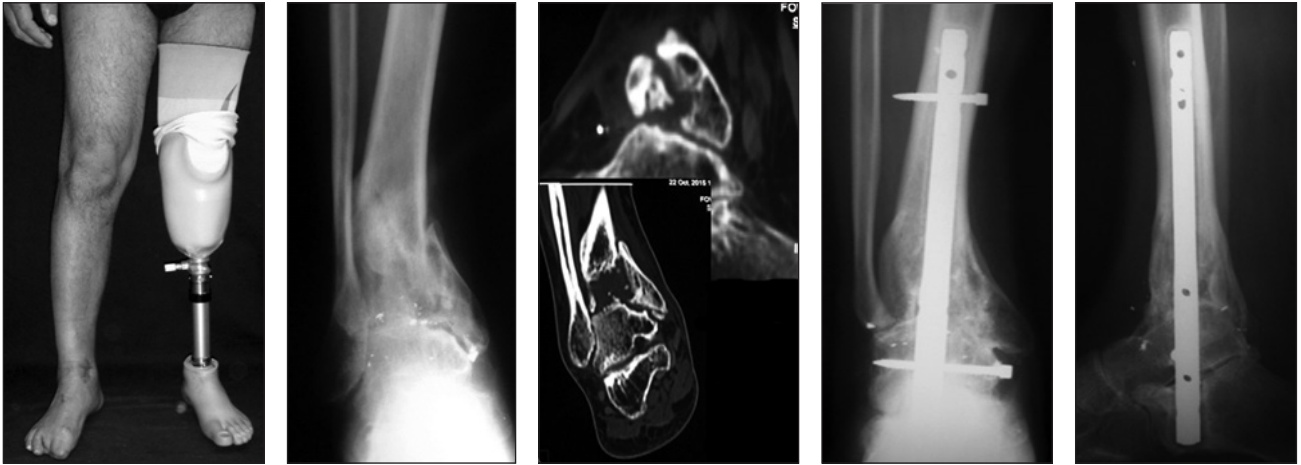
Фото рентгенограм, комп'ютерних сканів та зовнішній вигляд хворого Г. до- та після реконструктивно-відновного лікування на правій нижній кінцівці
